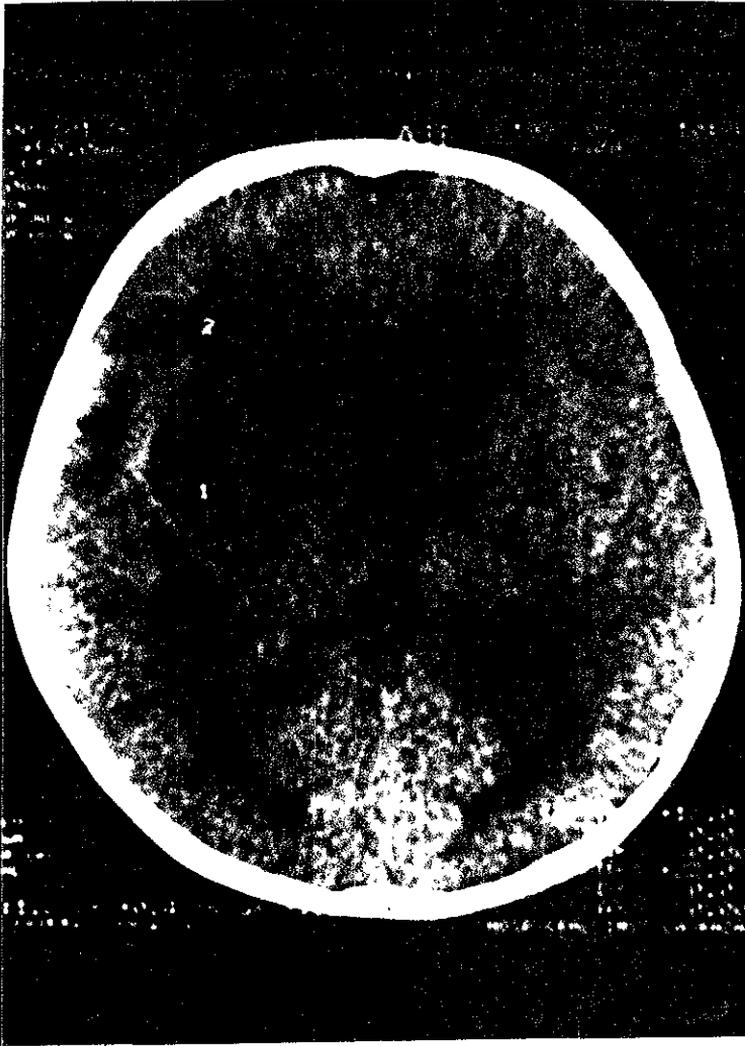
imagen de tomografía computarizada donde se observa imagen hipodensa redondeada paraventricular derecha con edema perilesional y dilatación de las astas frontales de los ventriculos laterales.
